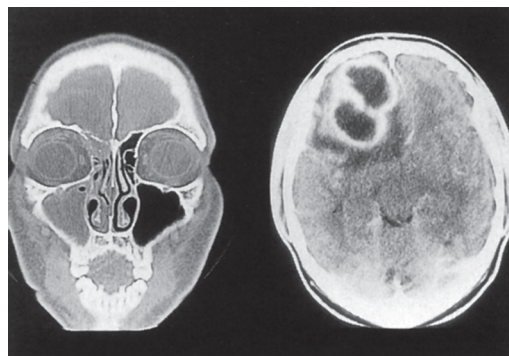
左：症例5副鼻腔CT，右：頭部CT
